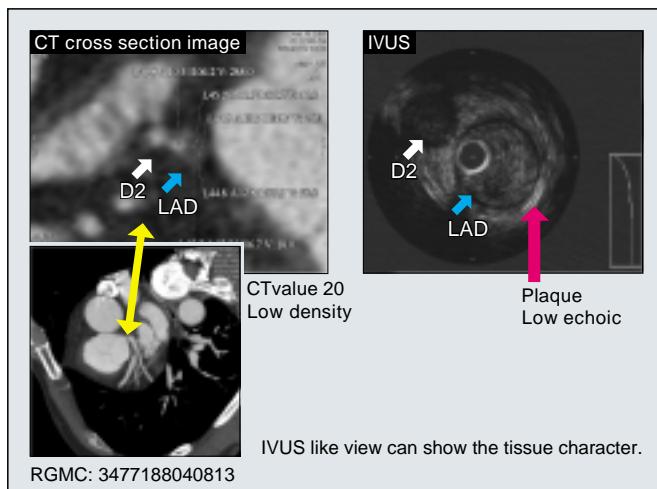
Plaque assessment using CT value
